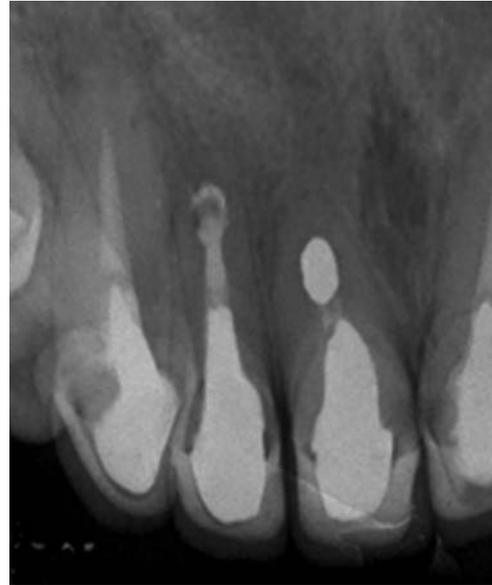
Radiografia oito anos após a intervenção
